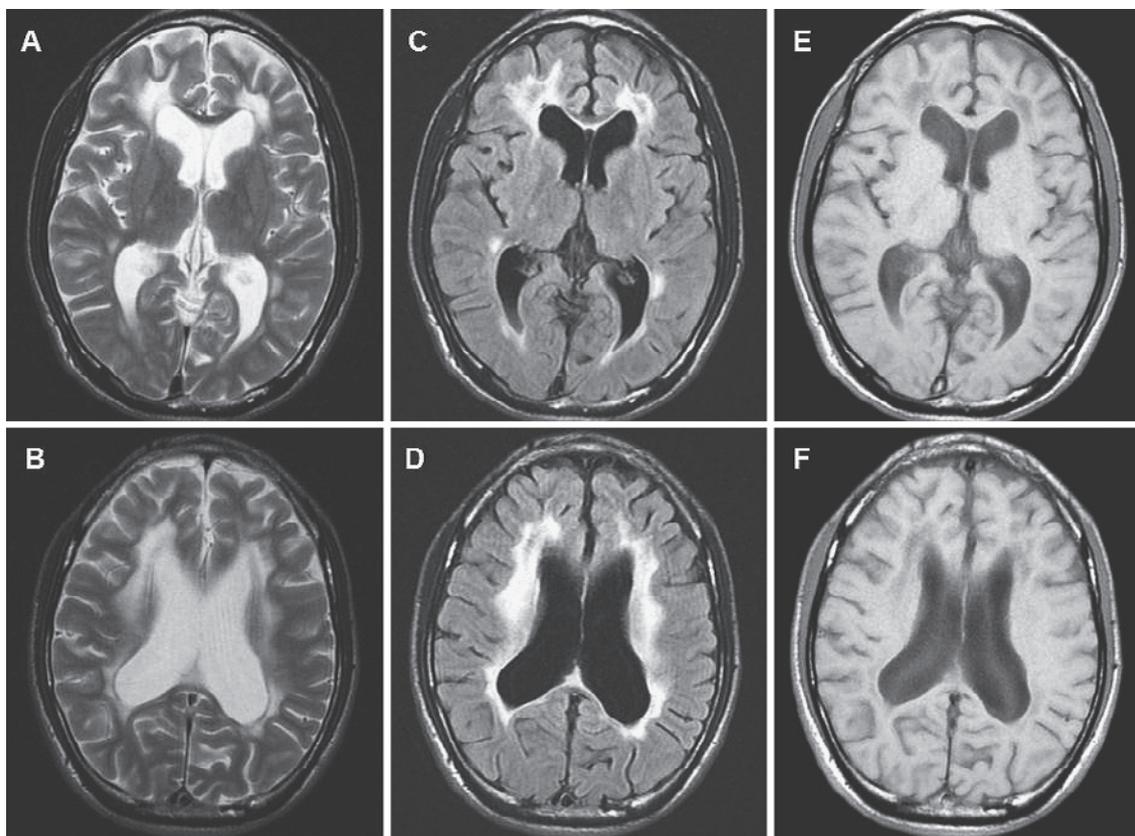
Brain MRI on day 14.
